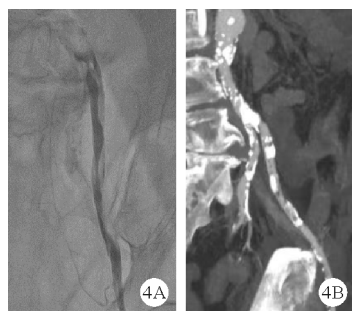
病例 2 左侧髂动脉影像学检查结果(A: 2024 年 8 月 11 日造影示髂外动脉螺旋夹层; B: 2024 年 8 月 13 日 CTA 示髂外动脉夹层)
